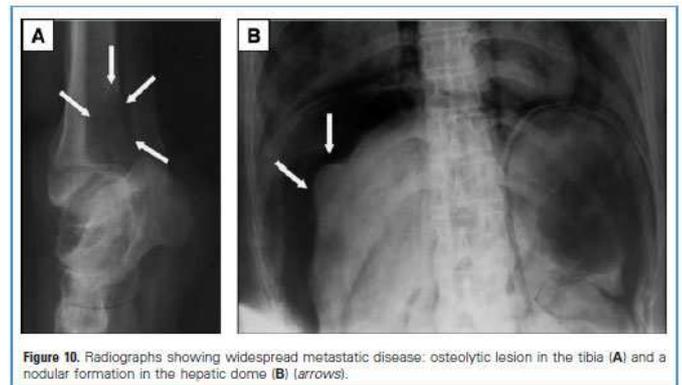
Radiographs showing widespread metastatic disease: osteolytic lesion in the tibia (A) and a nodular formation in the hepatic dome (B) (arrows).
